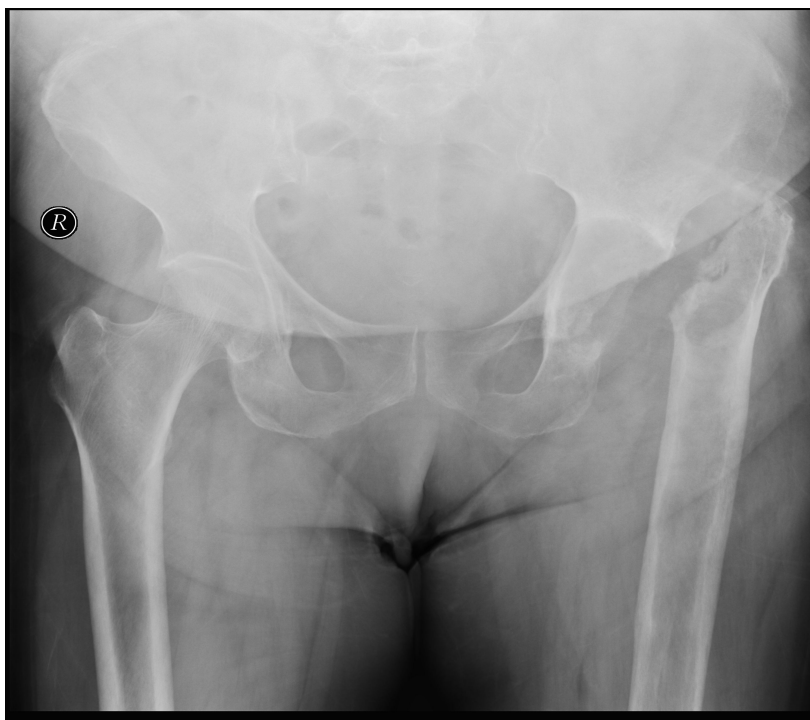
Röntgenbild einer Girdlestone-Situation des linken Hüftgelenkes.
